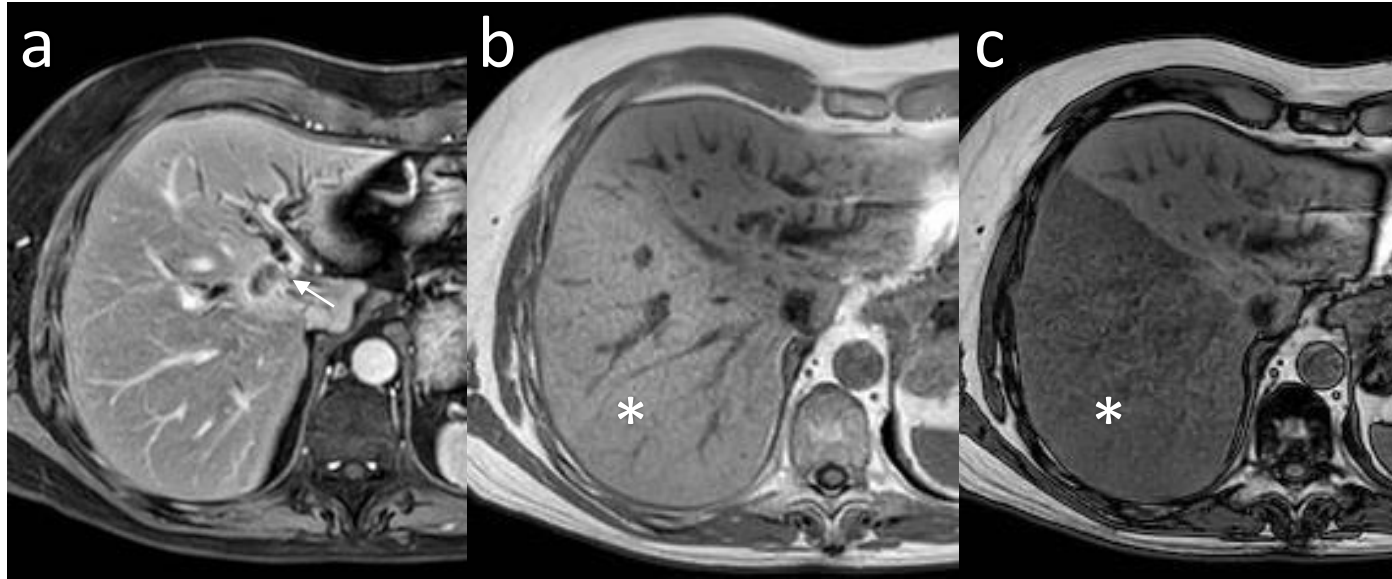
a) RM T1 con contraste en fase portal: tumor de Klastkin tipo IV (clasificación Bismuth). La vena porta izquierda está afilada a su paso por la lesión como signo de infiltración. b y c) RM en fase y fuera de fase, respectivamente: disminución de la intensidad de señal del lóbulo hepático derecho en fuera de fase compatible con esteatosis sólo de este lóbulo probablemente en el contexto de hipoperfusión portal del lóbulo hepático izquierdo.
